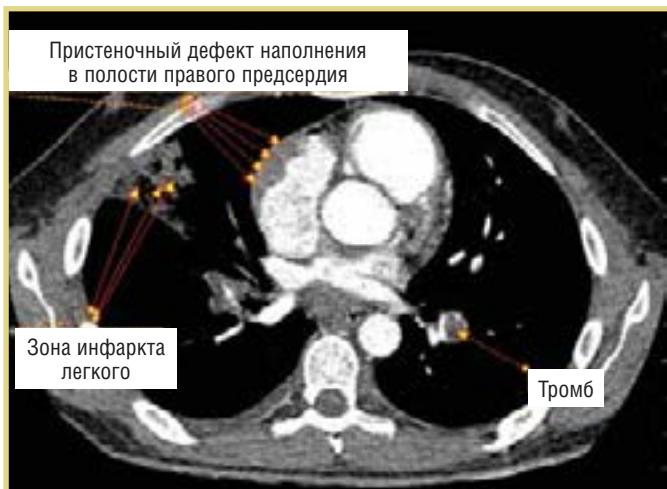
То же наблюдение. КТ ОГК с контрастированием. Дефект наполнения в полости ПП; зоны инфаркта легкого
